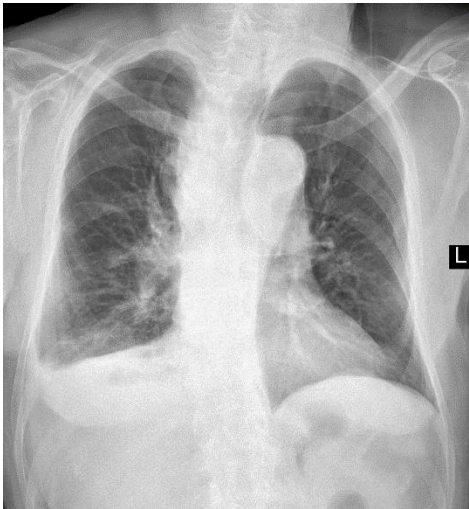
RTG pluća i srca u PA (postero-anteriornom) položaju: Homogena zasenčenost desnog kostofreničnog sinusa (KFS) kao i donjeg plućnog polja epidijafragmalno desno, senkom pleuralnog izliva. Desni hilus voluminozniji sa naglašenim vaskularnim strukturama. Proširena senka gornjeg mediastinuma, konveksna desno ka plućnom parenhimu, uz dislokaciju vazdušnog stuba traheje u levo.
